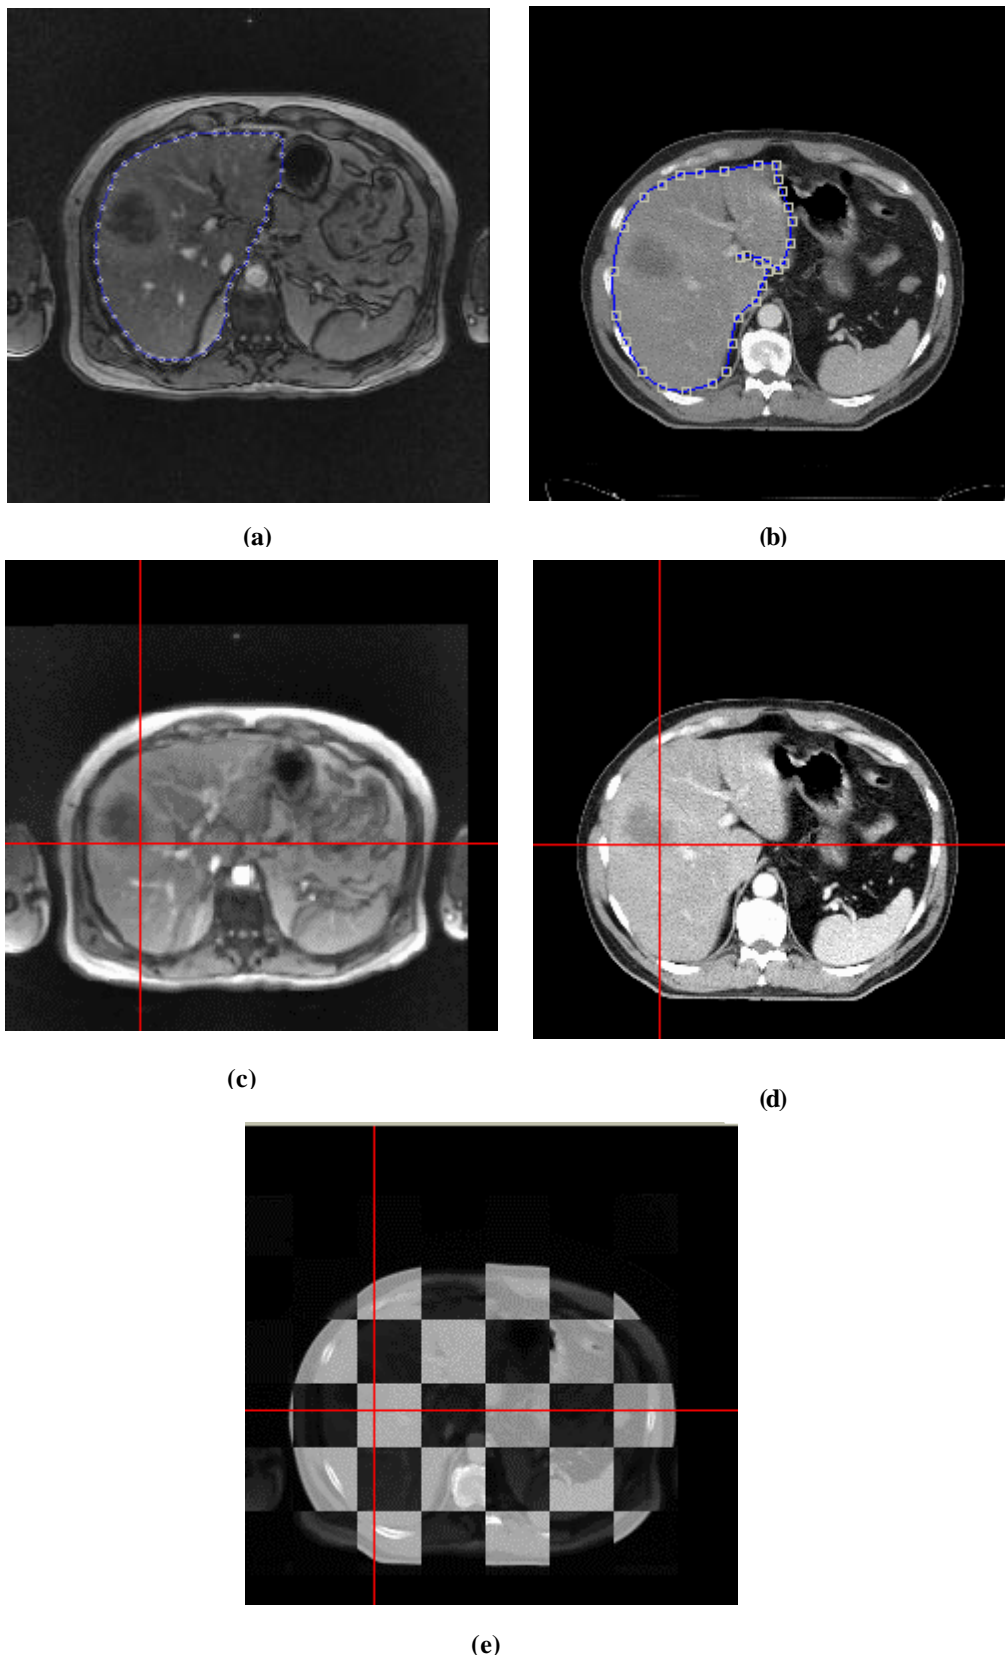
1 : Recalage par 3 marqueurs externes. (a) Marqueurs sur le TDM. (b) Marqueurs sur l'IRM. (c)-(d) correspondances entre les coupes après recalage. (e) Fusion des deux coupes recalées
